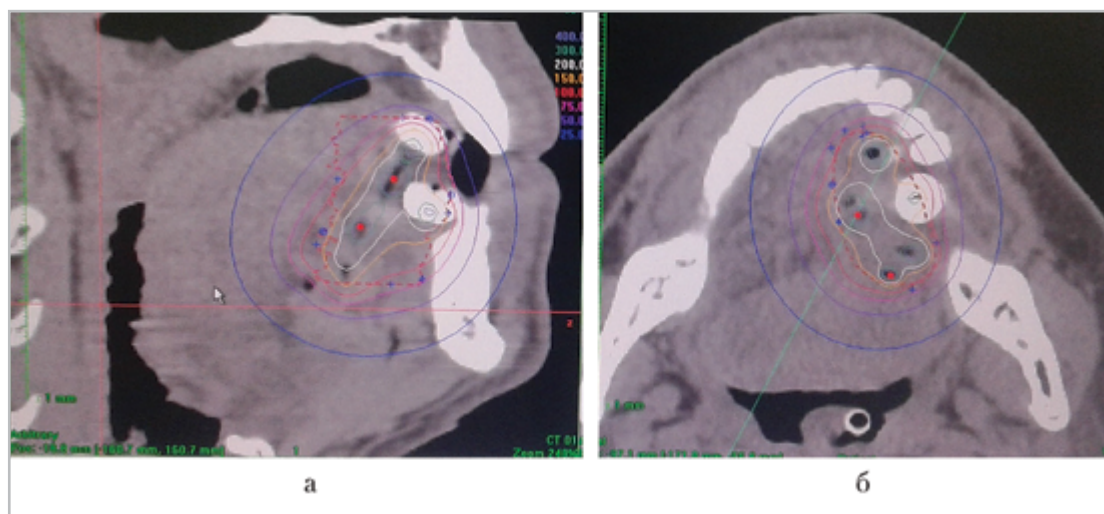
Компьютерные томограммы в сагиттальной (а) и трансверзальной (б) проекциях после установки эндостатов. Дозиметрический план HDR-брахитерапии, оценка предполагаемого объема покрытия
